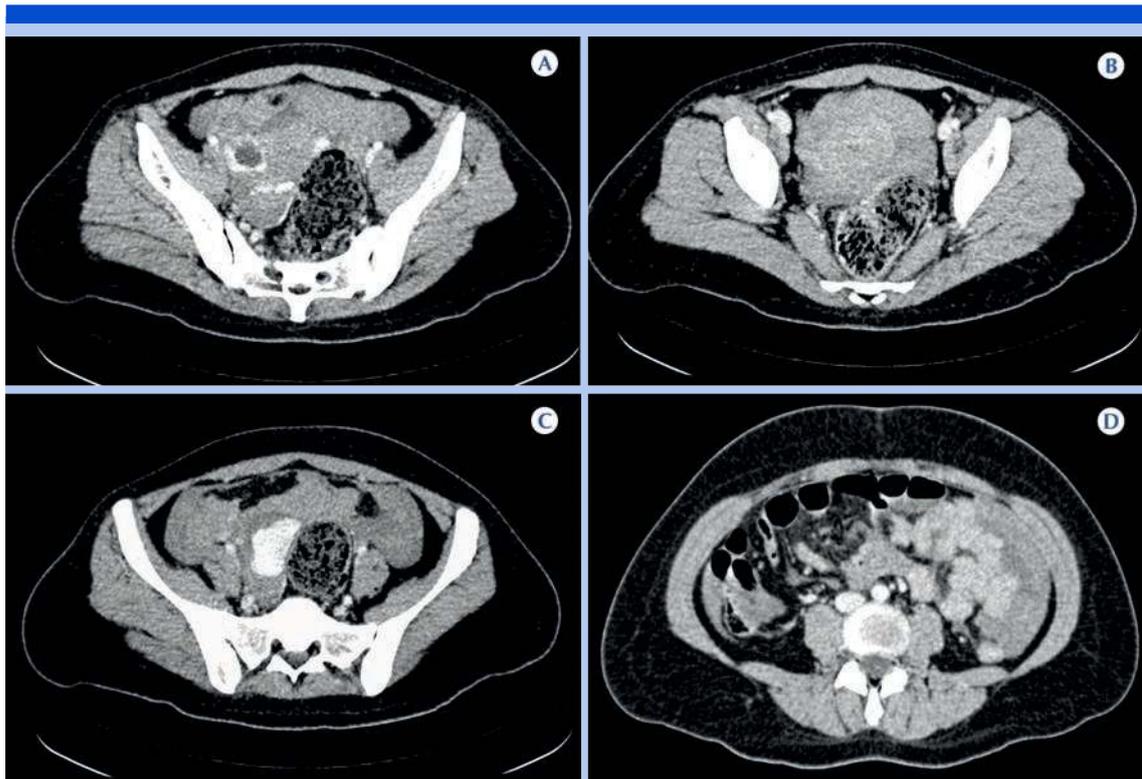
A-D) Femenina de 30 años con síndrome doloroso abdominal agudo caracterizado como de origen inespecífico; selección de imágenes axiales de tomografía con contraste intravenoso con ventana para evaluar el contenido abdominal donde se demuestra lesión ocupativa, expansiva, heterogénea, pélvica con signos de extravasación del medio de contraste así como lesión focal inmersa en ese contenido, anexial derecha, de morfología redondea, de periferia hiperdensa, bien definida; lo que condicionó la sospecha de embarazo ectópico derecho roto.
